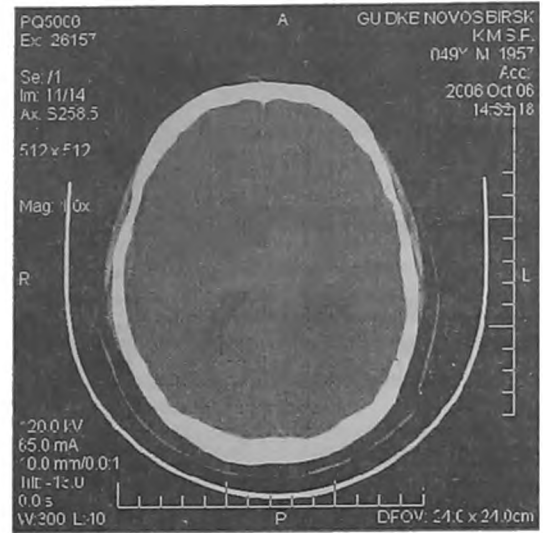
КТ пациента К. исходно
